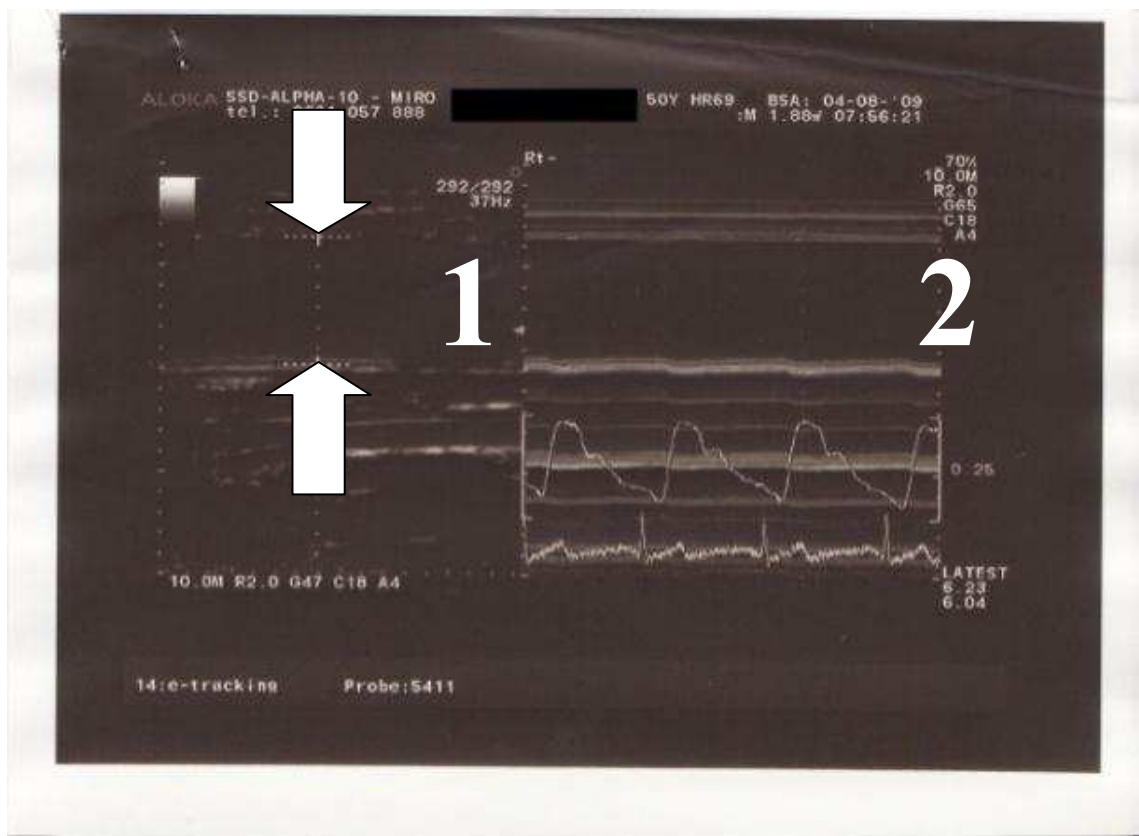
Ocena wazodylatacji tętnicy ramiennej indukowanej niedokrwieniem przy pomocy aparatu echokardiograficznego *Aloka SSD- Alpha 10- Miro*
